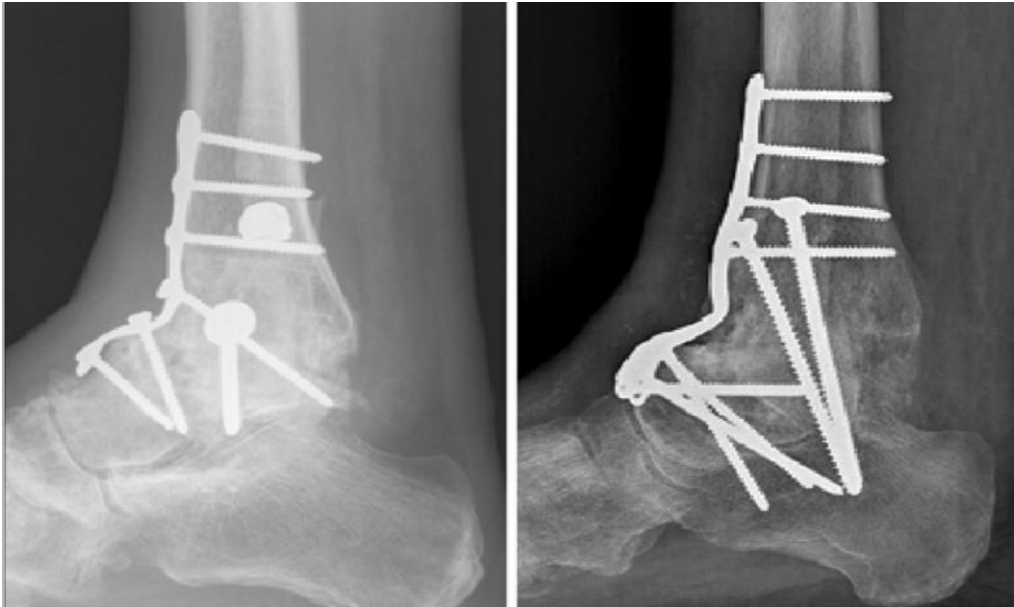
Radiographies standards de la cheville : incidences de face et de profil, montrant une arthrodèse tibio-talienne et tibio-talo-calcanéenne. [69]
